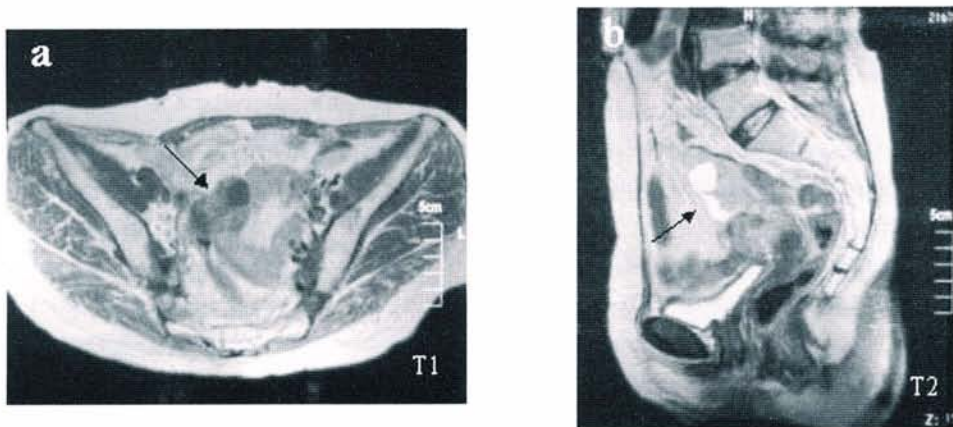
MR images. A complex water-filled mass is seen in the right adnexal region (arrows). (a), Transversal view of T1-weighted MR image ; (b), Sagittal view of T2-weighted MR image.
